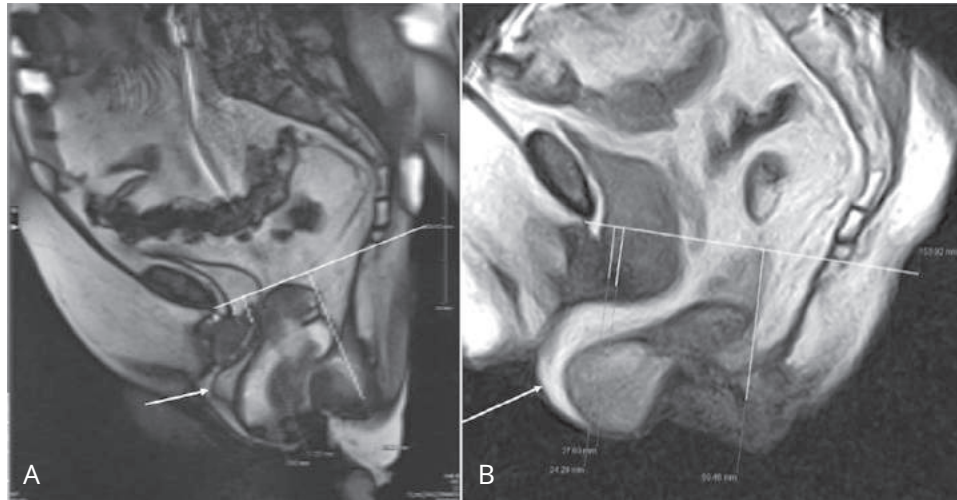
Defecografía por resonancia magnética. Secuencias dinámicas potenciadas en T2 en el plano sagital adquiridas en decúbito supino (A) y en posición sentada sobre un imán específico (B), durante la evacuación. Nótese el descenso perineal patológico con presencia de hernia media del suelo pélvico (omotocele, *flecha blanca*) en el espacio de Douglas provocando una eversion de la pared vaginal, que se ve mejor en posición sentada (*flecha en B*). (De Iacobellis F, Reginelli A, Berritto D, et al. Disfunciones del suelo pélvico: ¿cómo visualizar a los pacientes? *Jpn J Radiol.* 2020;38:47.)
